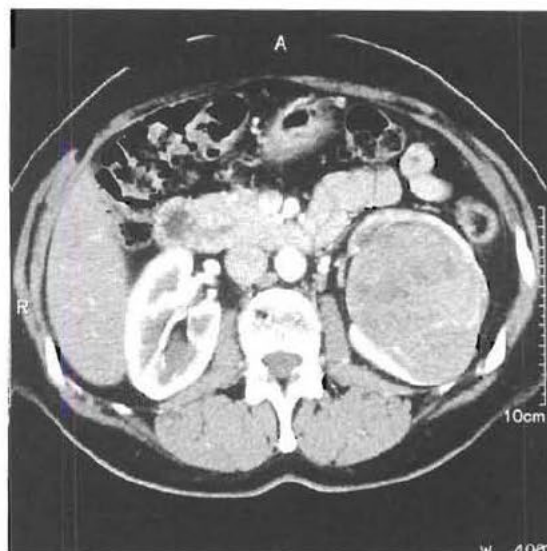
Cette TDM montre un volumineux carcinome rénal gauche chez un patient de 60 ans qui présentait une hématurie macroscopique et une masse lombaire gauche.
